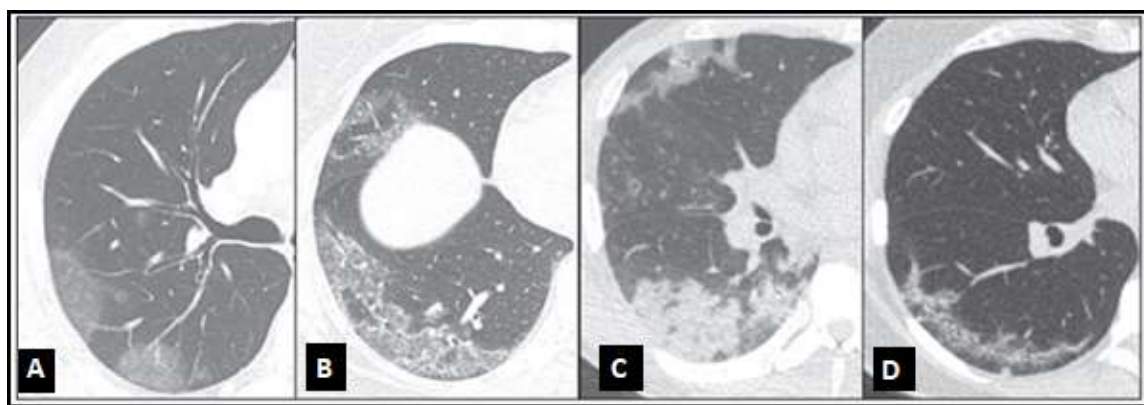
Imagens de TC de alta resolução de pacientes com diagnóstico de COVID-19, ilustrando as diversas fases da doença. A- Fase inicial, com opacidades pulmonares em vidro fosco. B- Fase progressiva, com pavimentação pulmonar em mosaico. C- Fase de pico, com padrão regulador. D-Fase de absorção, com redução das áreas de vidro fosco.
